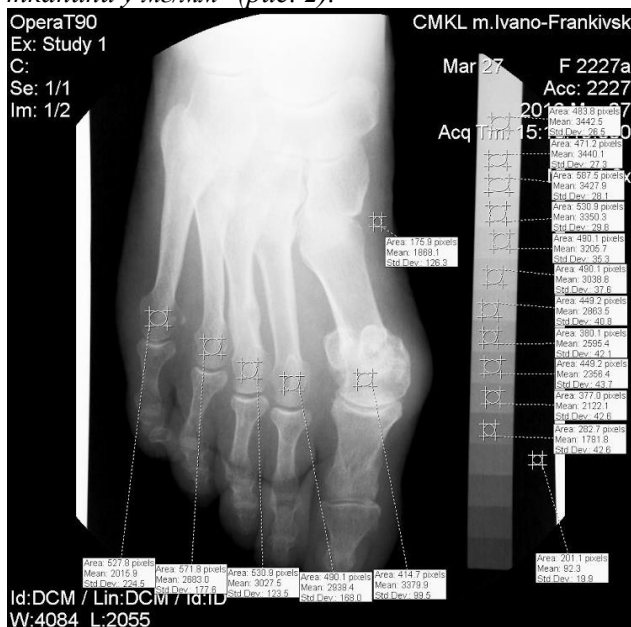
Вимірювання оптичної щільності на цифровій рентгенограмі з допомогою функції “Tools-Measurements-Elipse”
